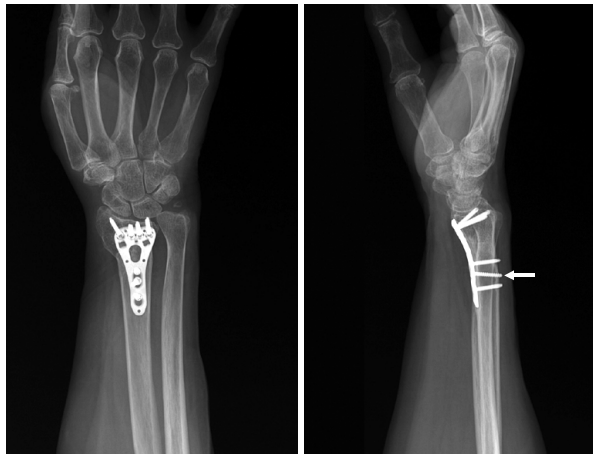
Postoperative plain radiographs show that the proximal screw tips of fixed volar plate are protruded about 1-2 mm from the dorsal cortex of distal radius. The arrow marks the causative screw of ruptured extensor pollicis longus tendon.
